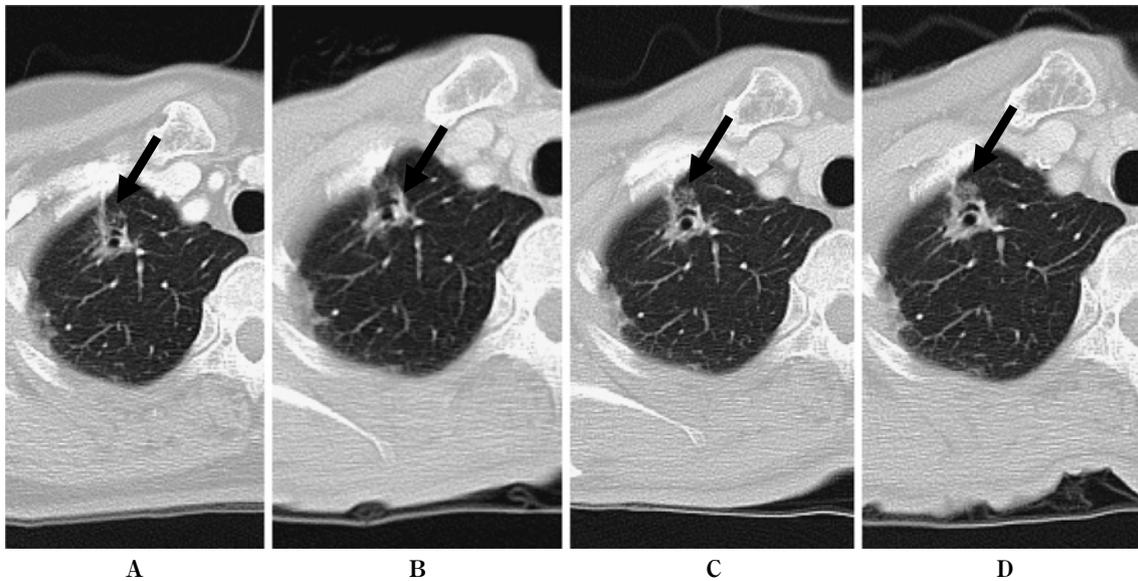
Part solid nodule 後方視観察例 (5 mm 再構成のCT)。
